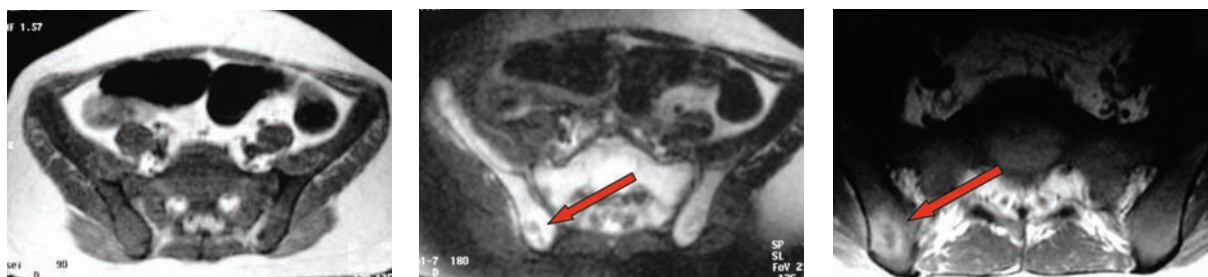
Esame RMN lesione con analogo comportamento a carico dell'ilo dx (evidente in SE T1 post-m.d.c.): leucemia a localizzazione ossea.
